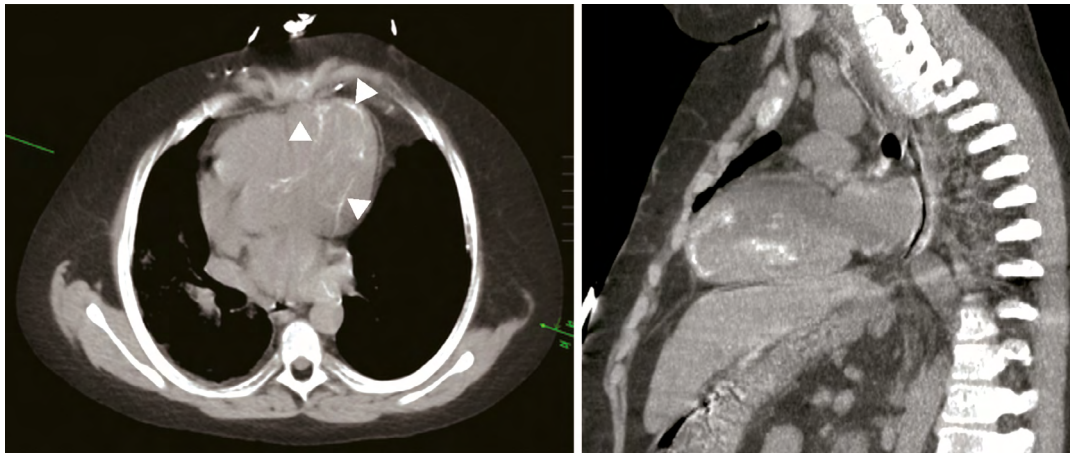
Adolescente de 18 años con neumonitis intersticial y diagnóstico de hipertensión pulmonar fue admitido a la unidad de cuidados intensivos por más de 4 semanas de síntomas progresivos de insuficiencia cardíaca que requirió terapia con ECMO (a) imagen axial de Tomografía computarizada demuestra calcificaciones finas del endocardio y miocardio afectando de manera difusa el ventrículo izquierdo (puntas de flecha). (b) Imagen sagital demuestra que las calcificaciones son transmurales.
